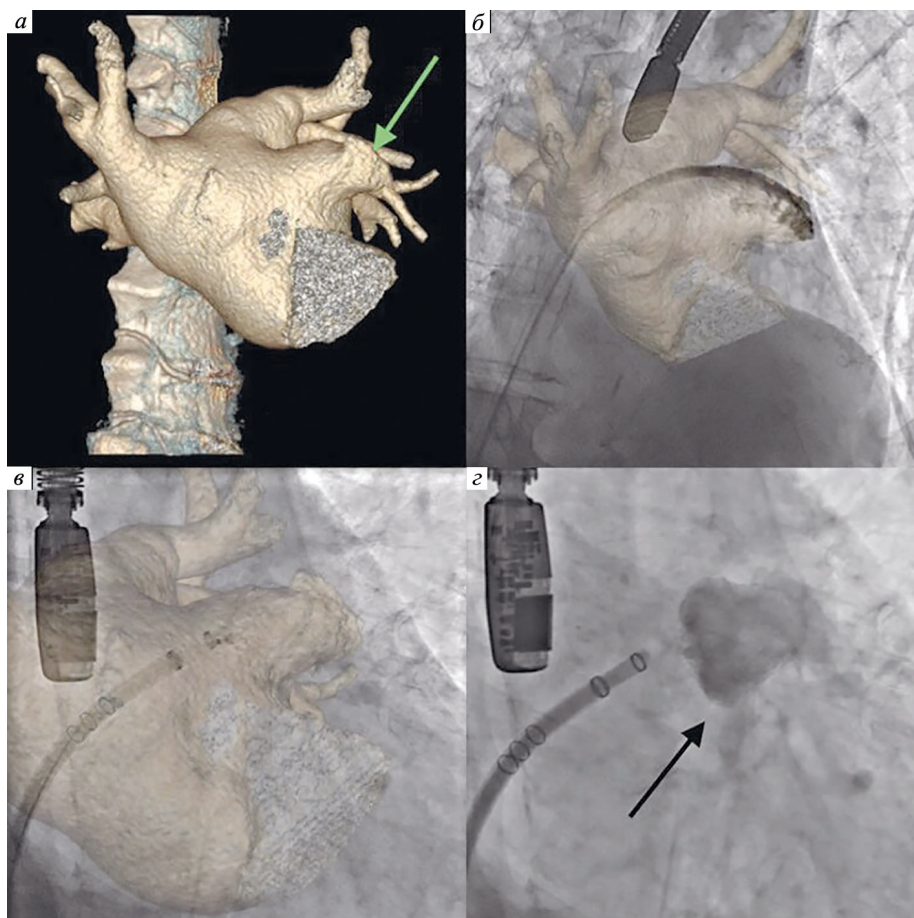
Этапы эндоваскулярной окклюзии УЛП с применением технологии КТ-совмещения; а) 3D-реконструкция левого предсердия с сегментацией УЛП (указано стрелкой); б) ангиография ушка левого предсердия, коррекция 3D-реконструкции; в) окклюзия ушка левого предсердия под контролем 3D-реконструкции; з) ангиография левого предсердия, окклюдер в ушке левого предсердия (указан стрелкой)
